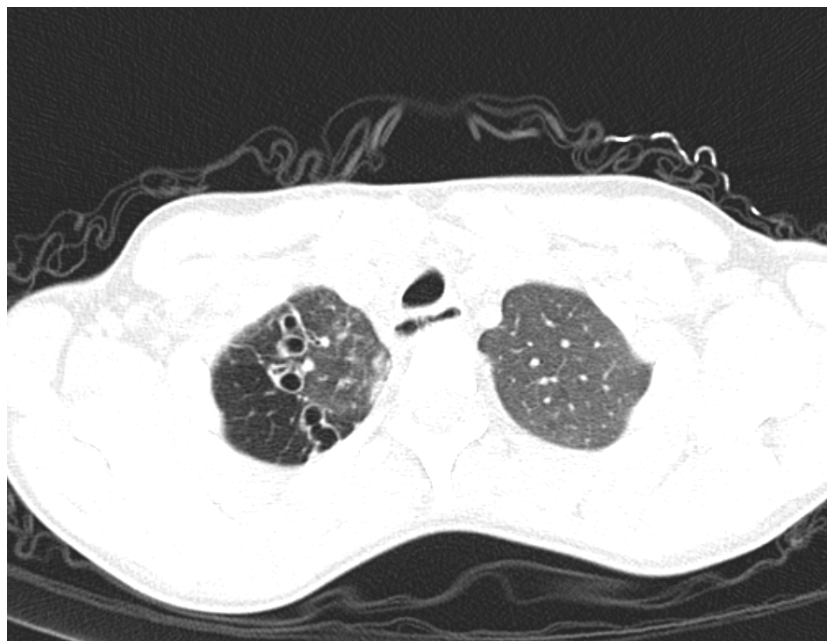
Cas n°19 : TDM thoracique montrant DDB surinfectée avec troubles ventilatoires chez un enfant âgé de 13 ans suivi pour DDB.
